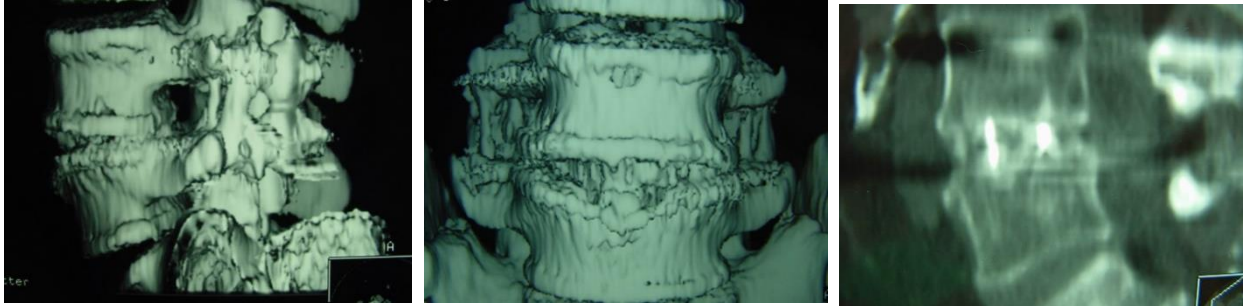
Control con CT-MTC a los 12 meses post-intervención quirúrgica para valorar la calidad del injerto intertransverso e intersomático (caso cedido por Dra. M^a I. Pérez Núñez, HUMV).
